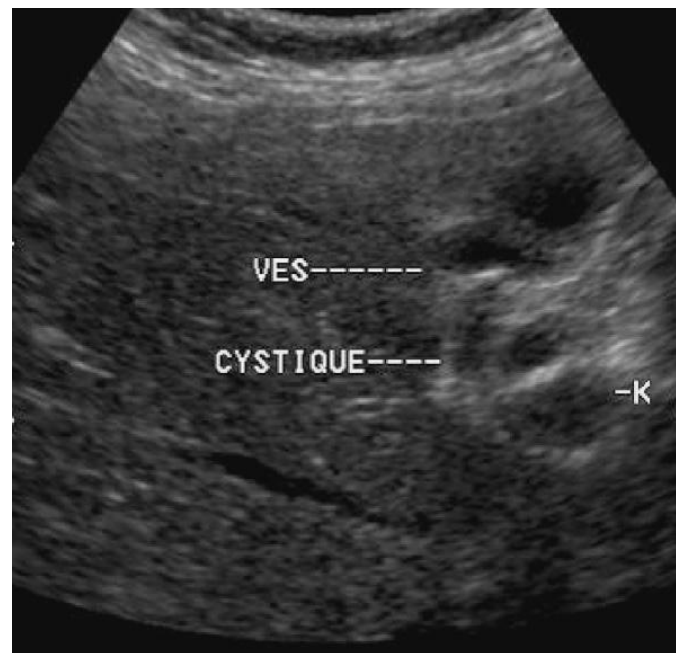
Echographie et doppler énergie après jeûne prolongé. Formation kystique multiloculaire extravésiculaire raccordée au canal cystique.
